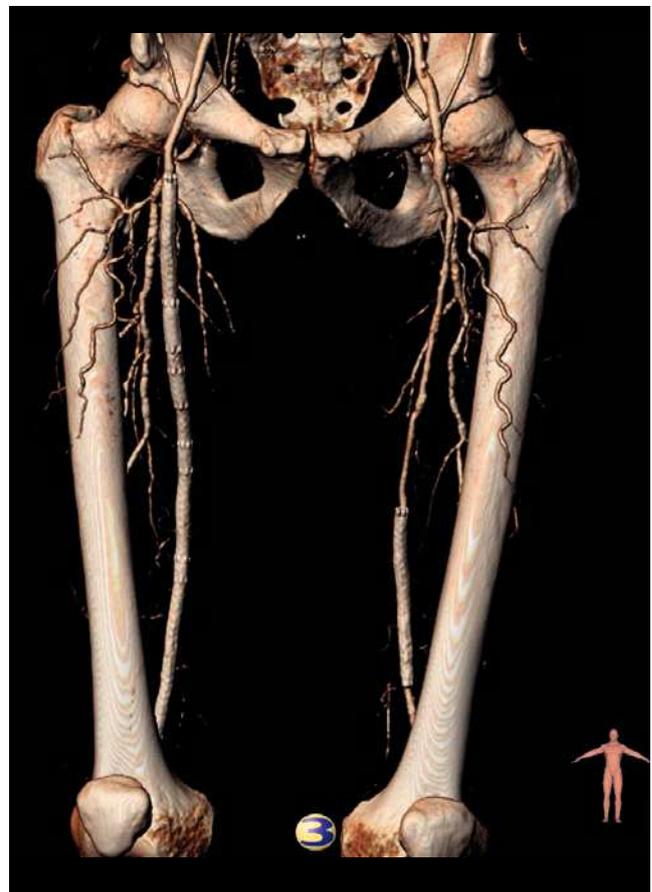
Angio TC reconstrucción 3D. ATP/*stent* de ambas femorales superficiales, un *stent* en arteria fémoro-poplítea izquierda y 5 *stents* fémoro-poplíteos derechos.
